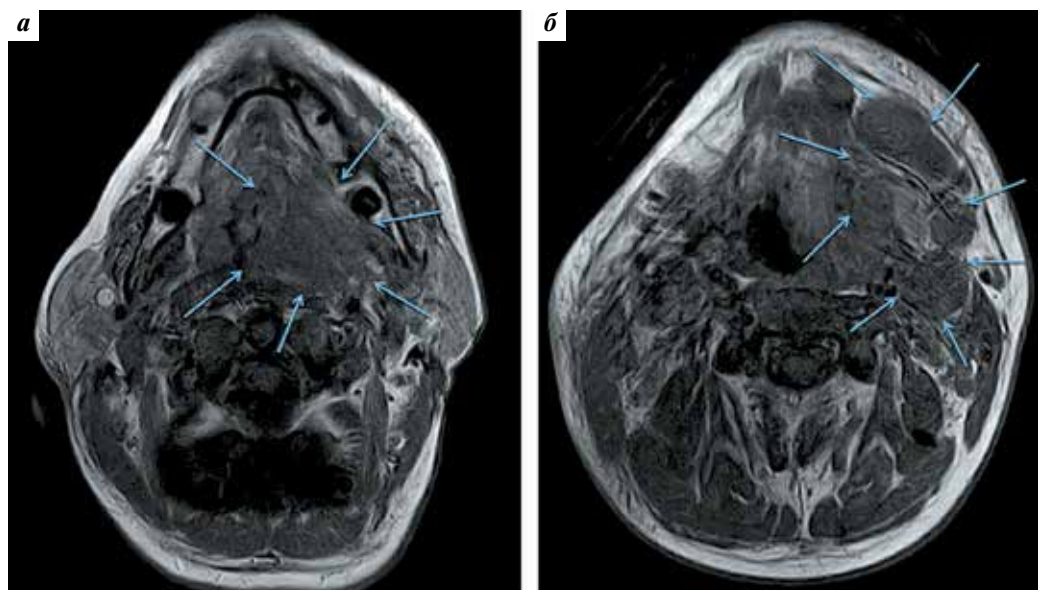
Магнитно-резонансная томография пациента Т. до начала лечения: а — первичная опухоль ротоглотки; б — конгломерат метастатических лимфатических узлов подчелюстной области и верхней трети шеи слева
